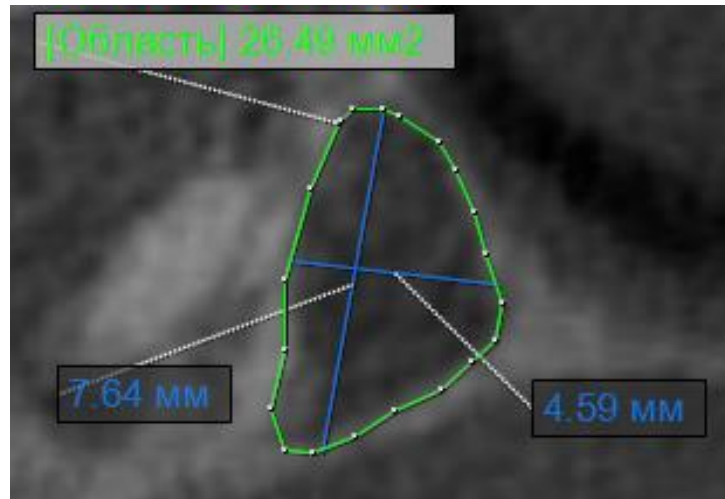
Срез конусно-лучевой компьютерной томографии в проекции большого небного отверстия справа пациентки Л., 45 лет
